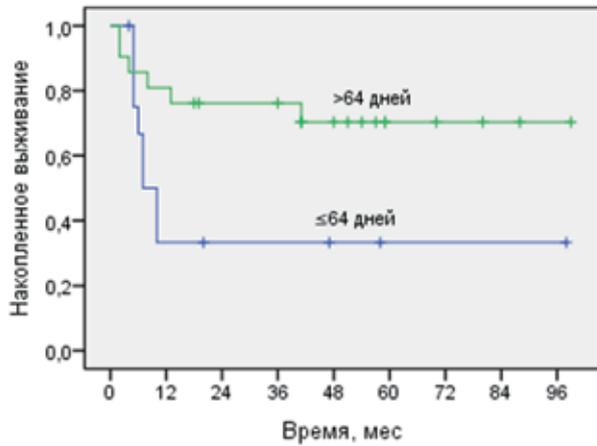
Безрецидивная (в лёгких) выживаемость больных после ИХПЛ с метастазэктомией в зависимости от времени удвоения объёма метастатических узлов по данным КТ (Log-Rank Test  $p=0,037$ ).
